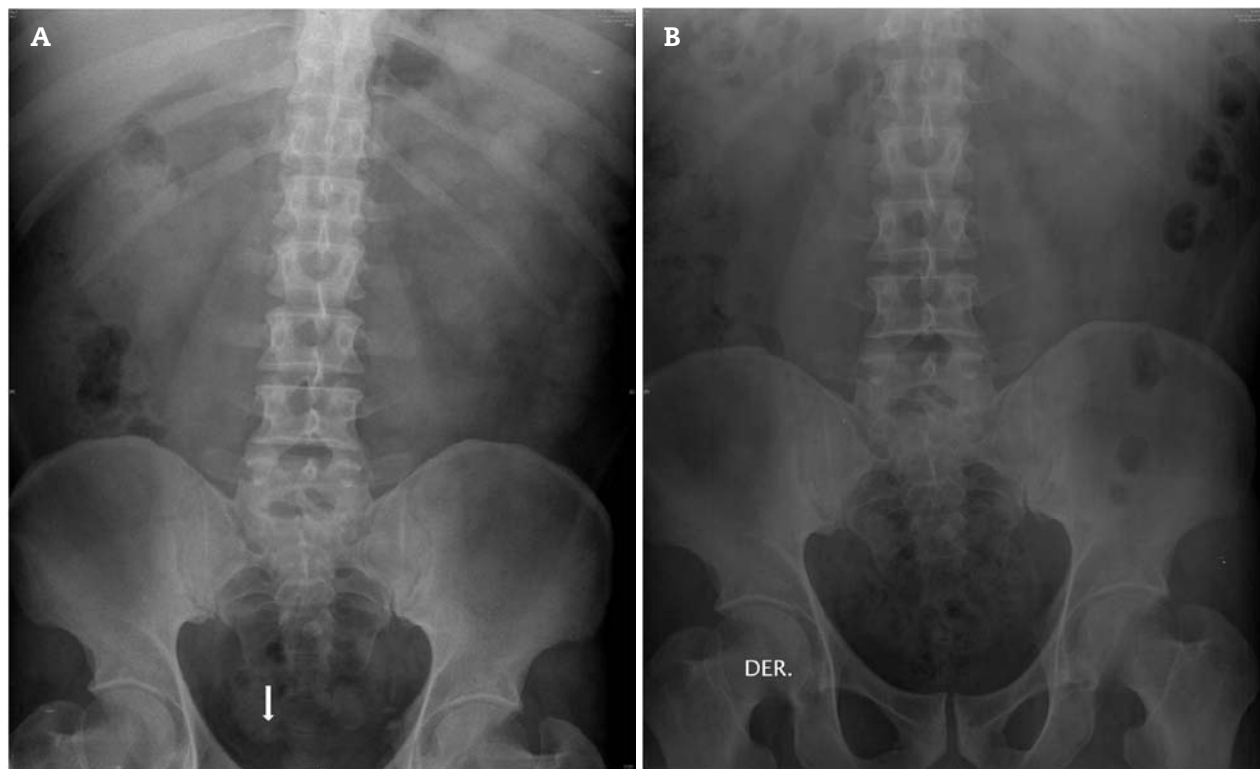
Radiografía simple de vías urinarias de un paciente del grupo 2 (uso alfuzosina). A) Nótese la presencia de cálculo en el tercio distal del uréter (flecha blanca), con dimensión de 6 mm. B) Se muestra otra radiografía simple de las vías urinarias del mismo paciente una semana después, en la que se evidencia que el cálculo ha sido expulsado.
